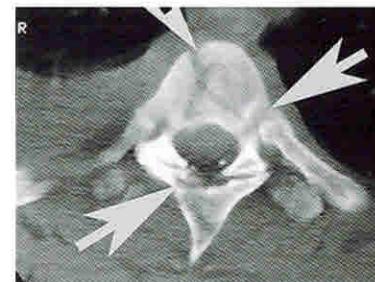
КТ грудного отдела позвоночника в аксиальной проекции. Компрессионно-оскольчатый перелом  $T_4$ . Стрелками указаны линии многооскольчатого перелома тела и дужки  $T_4$
